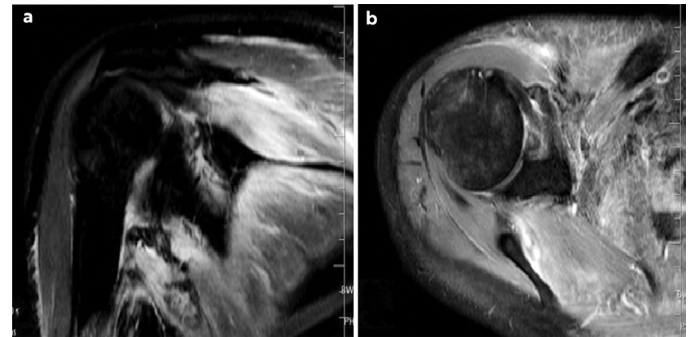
Shoulder MRI of 31 year old female patient with Ewing sarcoma located within the scapula
